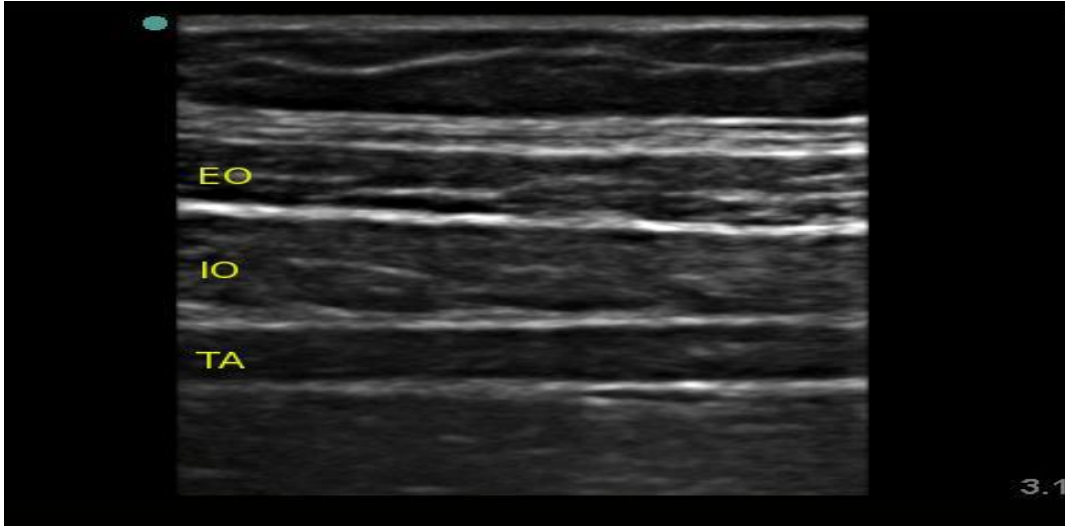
Ultrason eşliğindeki TAP blok uygulama yeri.
